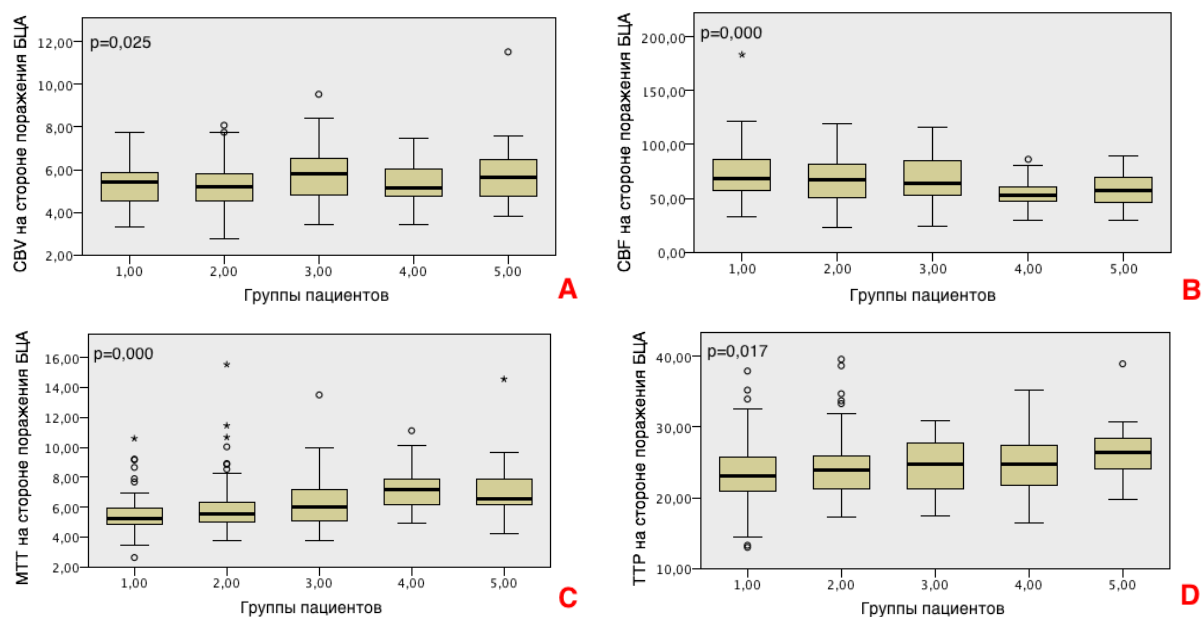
Результаты сравнения средних величин показателей перфузии в бассейне средней мозговой артерии (СМА) «ипсилатерального» полушария
